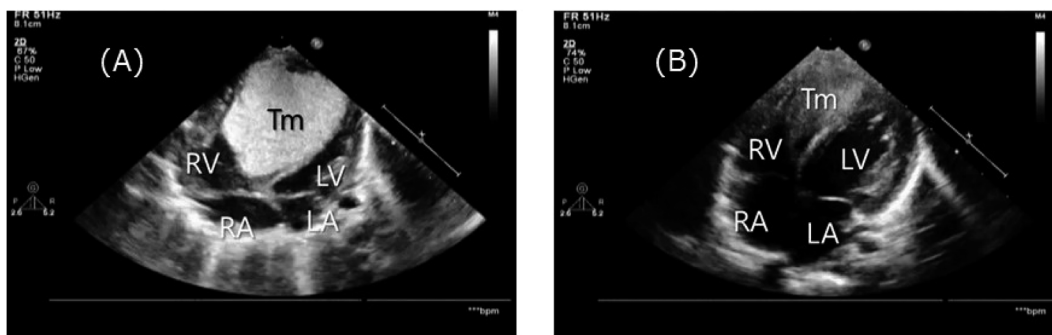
Echocardiographic appearance
